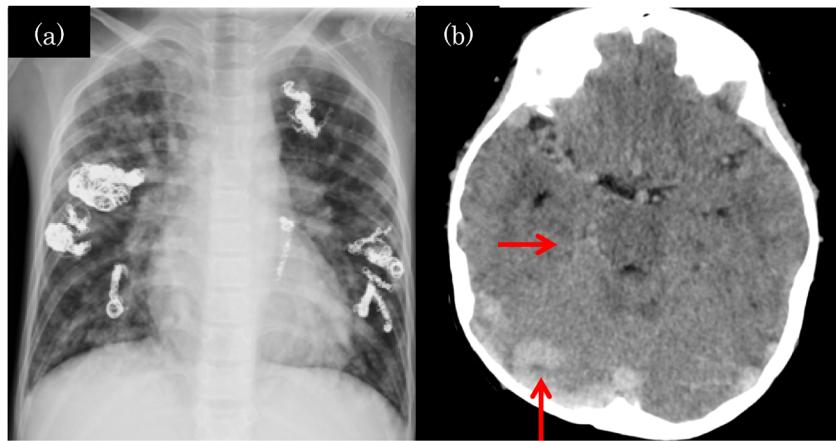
Postoperative chest X-ray and computed tomography
